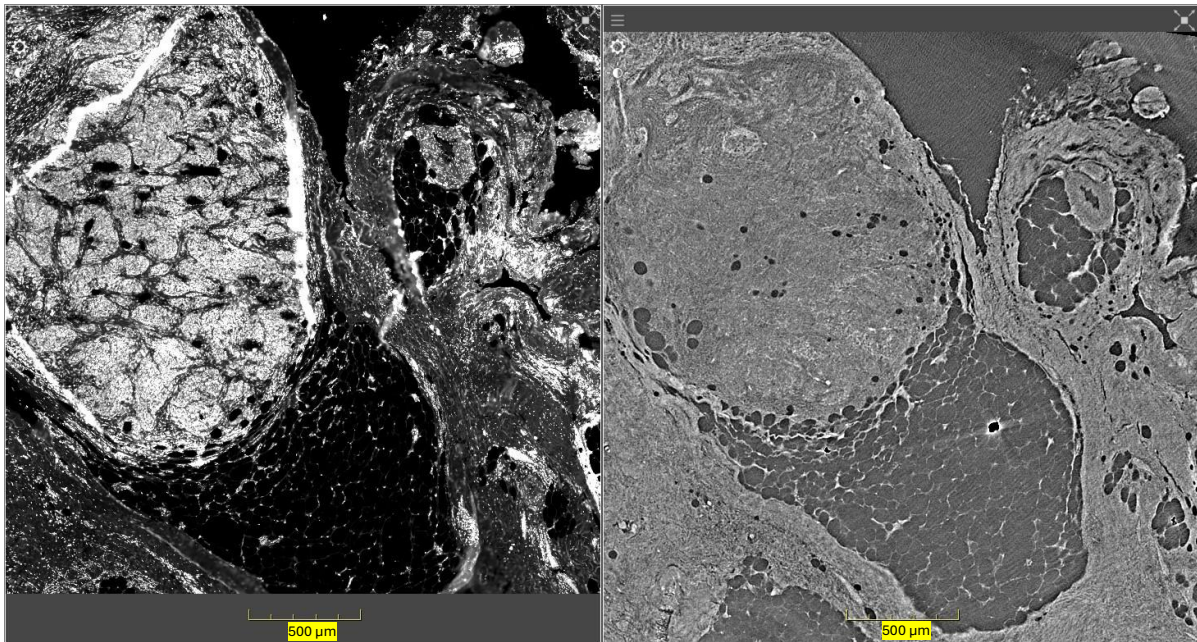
Multiplex-ROI der Probe 2023_09_02 mit der gematchten μ CT-Ebene. Der Skalenbalken gibt 500 μ m an.
